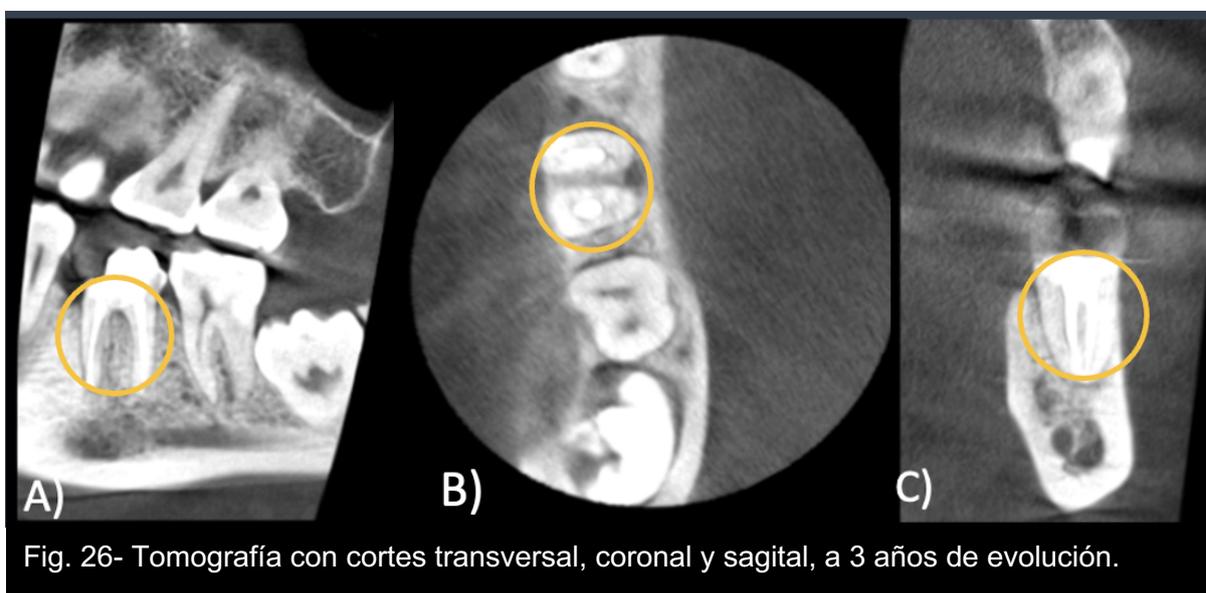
Tomografía con cortes transversal, coronal y sagital, a 3 años de evolución.
